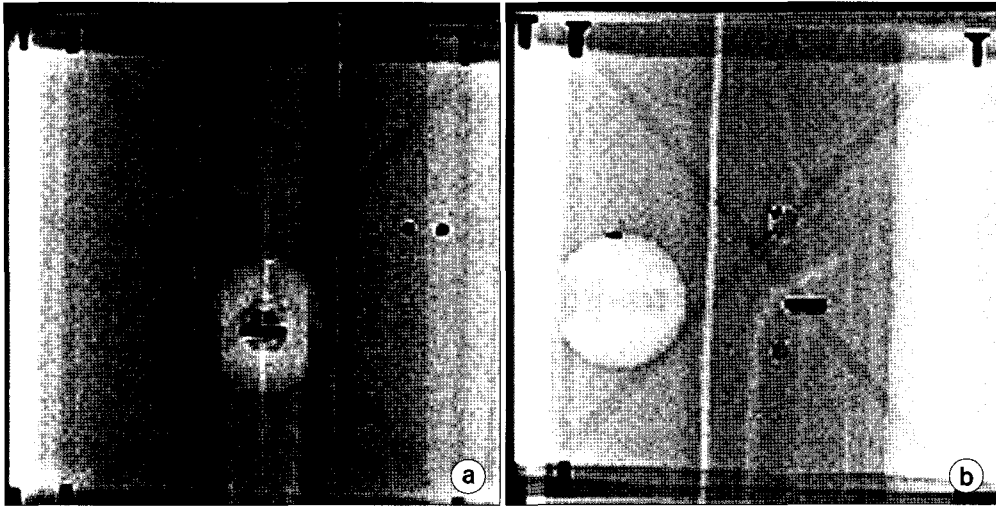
Bi-plane radiography (a) AP film (b) LAT film.
